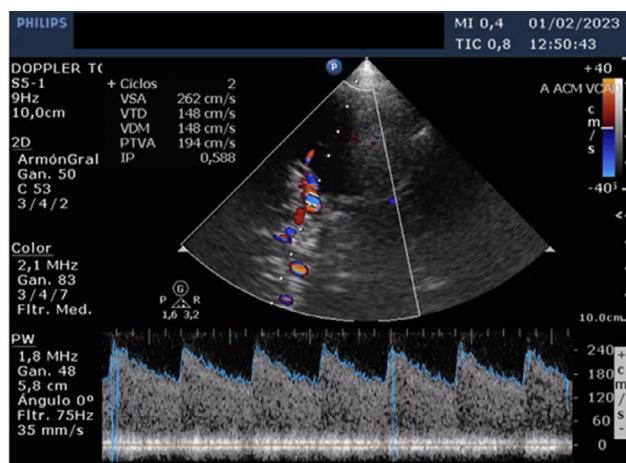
Imagen de ecografía-Doppler transcraneal. Aceleración difusa de la arteria cerebral media.
